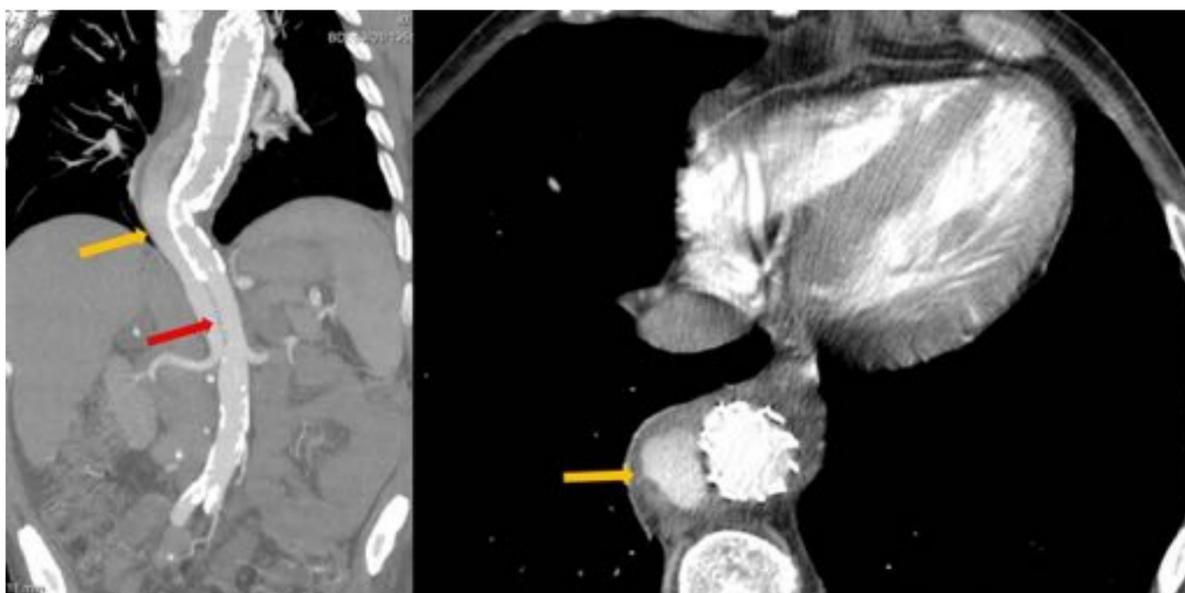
Varón de 59 años intervenido de endoprótesis de aorta torácica de forma urgente por una disección tipo B. En el TC de control, se identifica una extensión caudal de la disección (flecha roja), así como una endofuga tipo IB (flecha amarilla).
